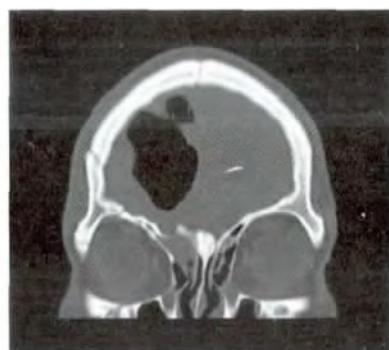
患者男性,41岁,头部外伤3周后右侧鼻腔持续流出清亮液体,头颅多排 CT 冠状位二维重建见右侧前颅底与筛窦相通,并可见颅内积气。
